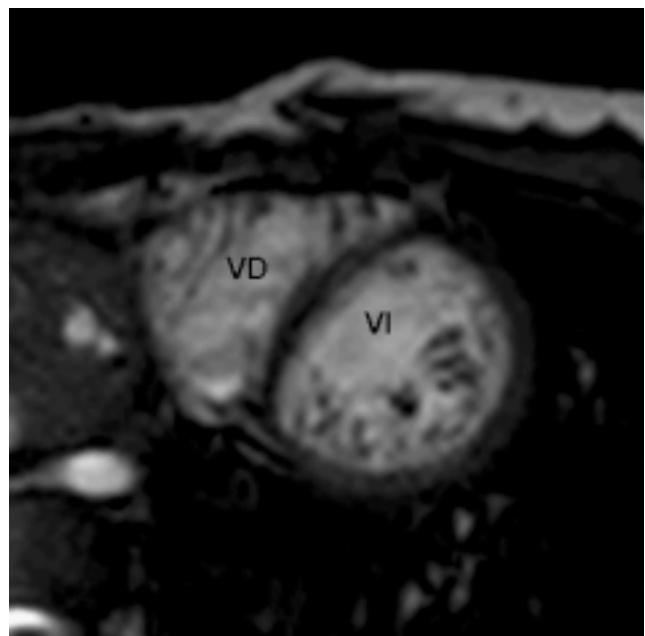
Imagen de cine resonancia magnética *steady state free precession* al final de diástole en la vista de eje corto apical, mostrando las trabeculaciones prominentes y una delgada capa compactada. VI: ventrículo izquierdo; VD: ventrículo derecho.
